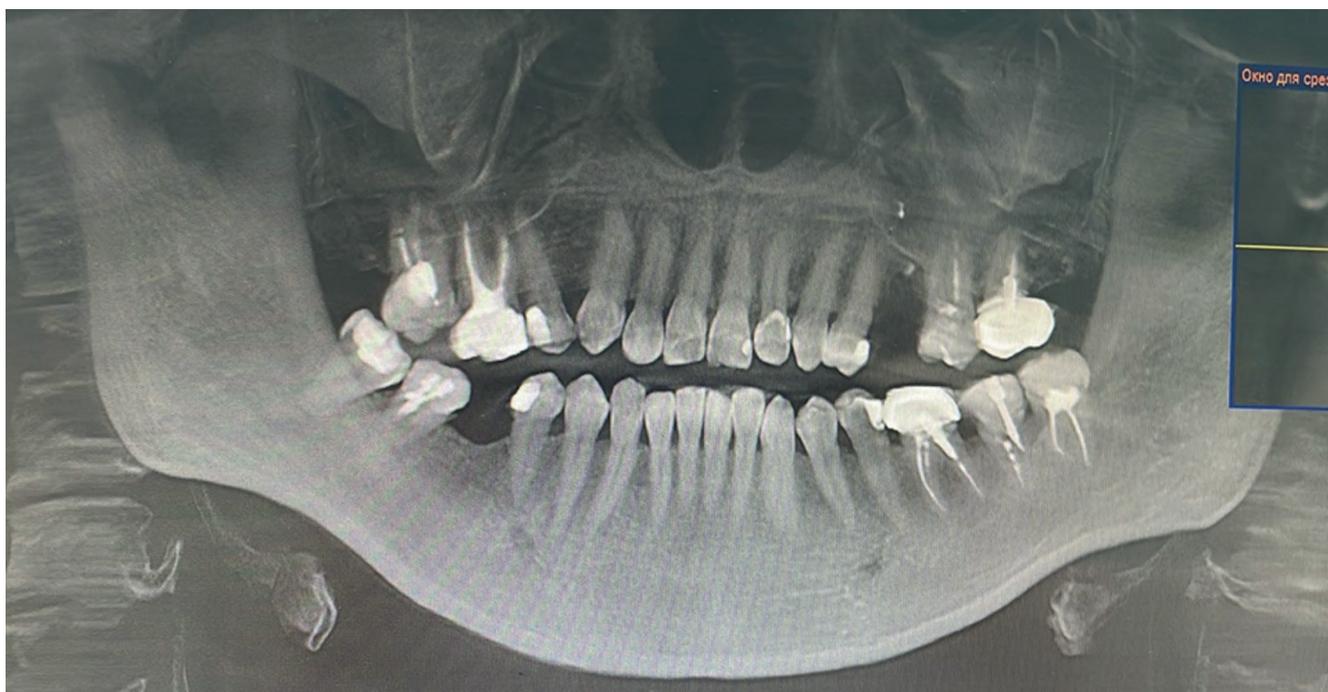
Ортопантомограмма, на которой визуализируются разнородные металлические включения
